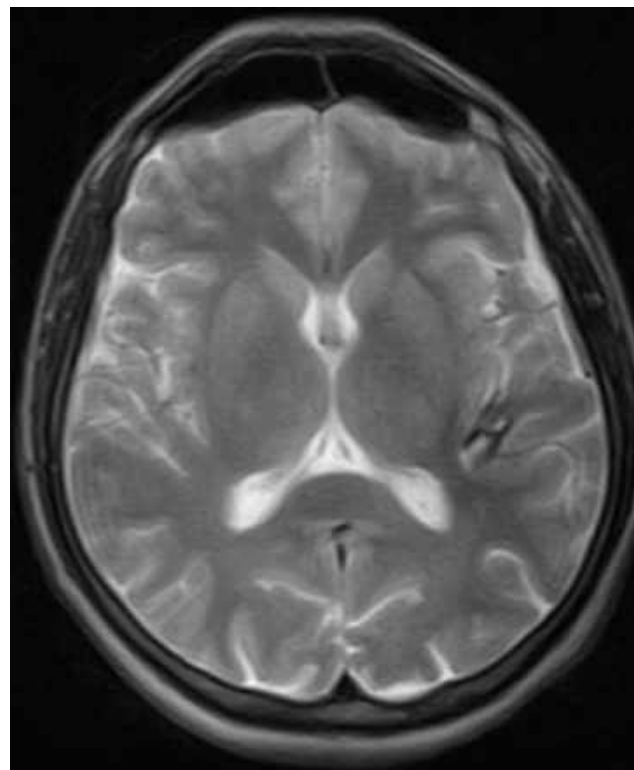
МРТ (T2 ЗЗ, аксіальний зріз) через 1 рік після крововиливу (хворий відмовився від оперативного втручання). Тип III по Zabramski (спостереження №25, хворий К-ч, історія хвороби №344).
